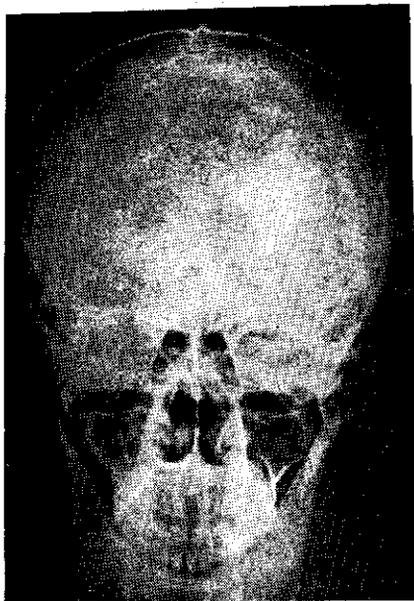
Radiografía simple posteró-anterior.
